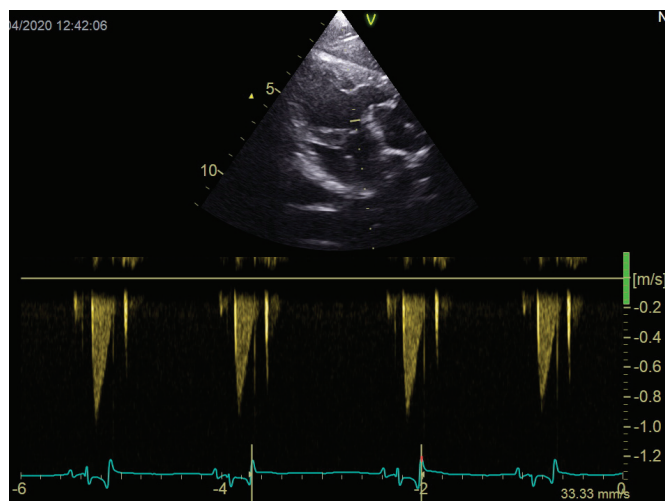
Doppler espectral continuo (CW). Permite la valoración de flujos de alta velocidad. La medición se realiza a través de todo el haz de ultrasonido. Corte subxifoide, valoración de la velocidad del tracto de salida del ventrículo izquierdo.
